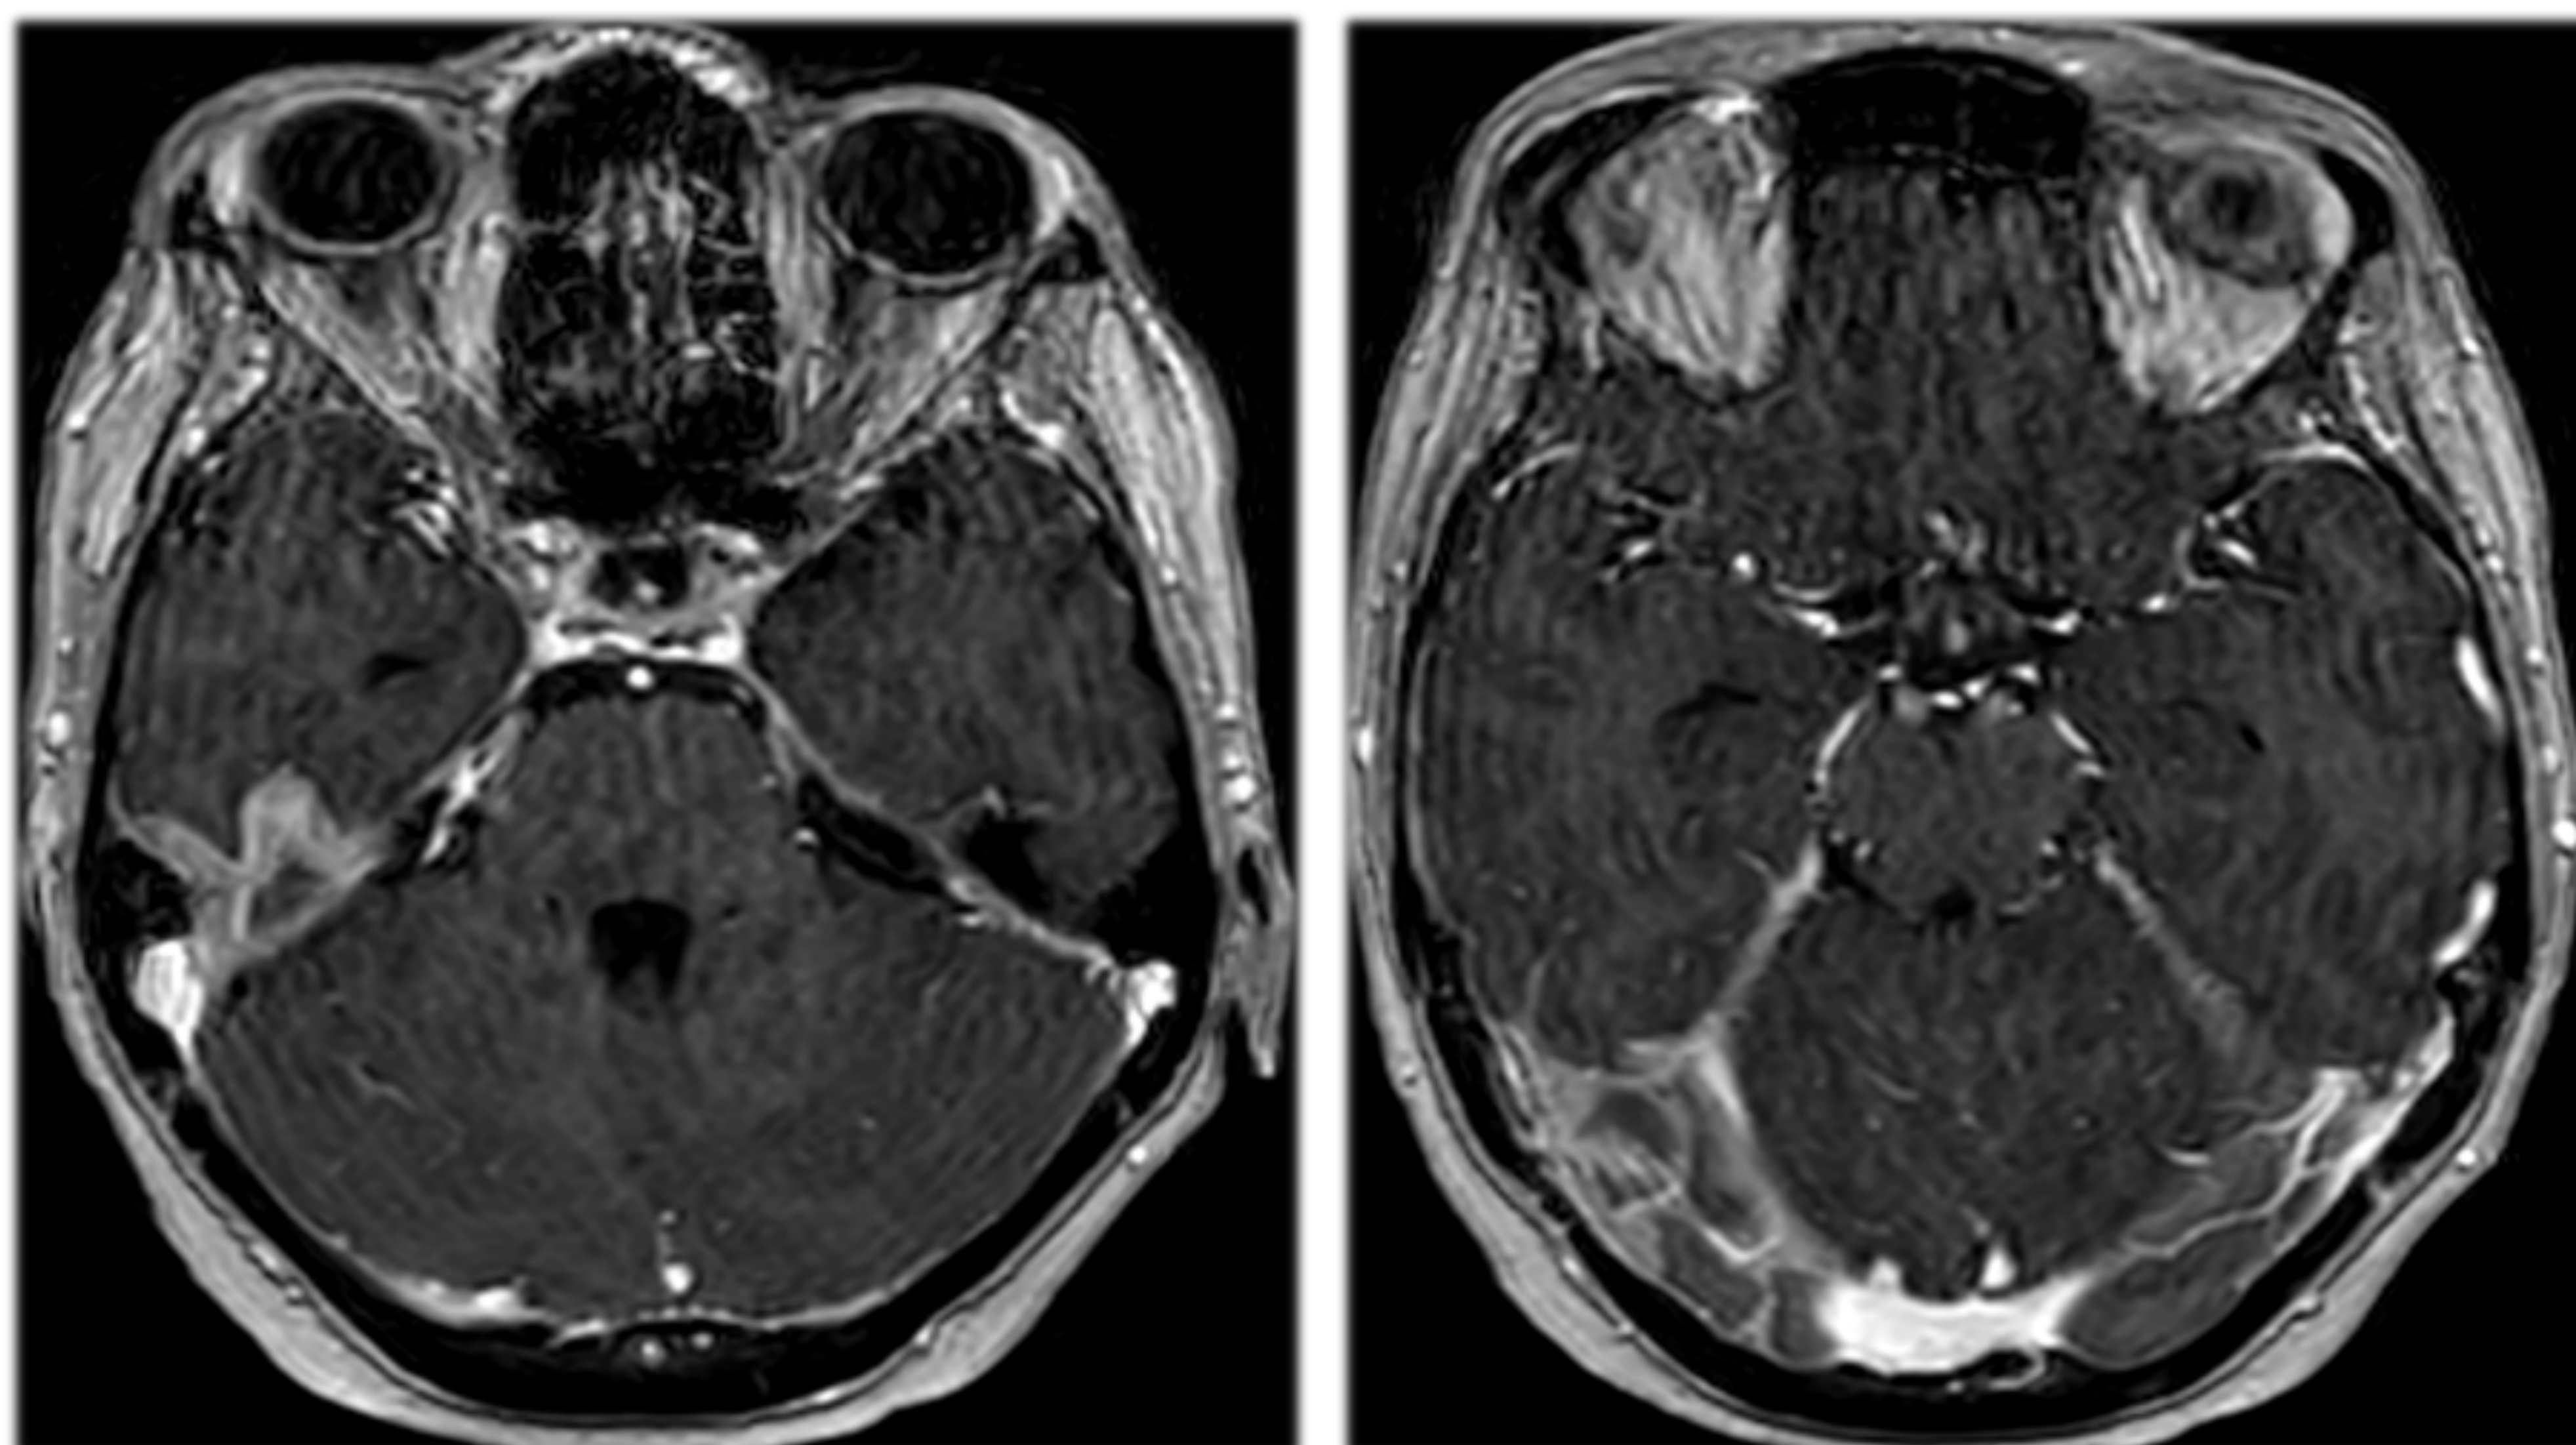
MENINGITIS. RM axial T1 3D tras la administración de contraste. Realce meníngeo heterogéneo de mayor entidad en convexidad derecha y yuxtatenorial derecho en paciente con meningitis vírica.
